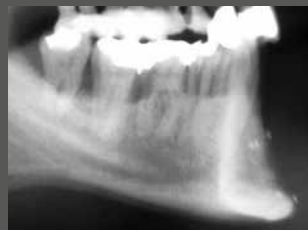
Fernröntgenseitenbild zwei Jahre postoperativ
